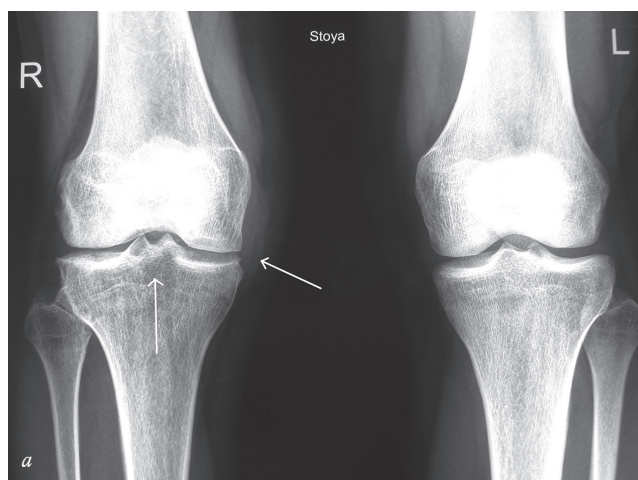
Артроз – артрит правого коленного сустава у ребенка с ювенильным артритом: *a* – рентгенограмма; *b* – мультиспиральная компьютерная томограмма
